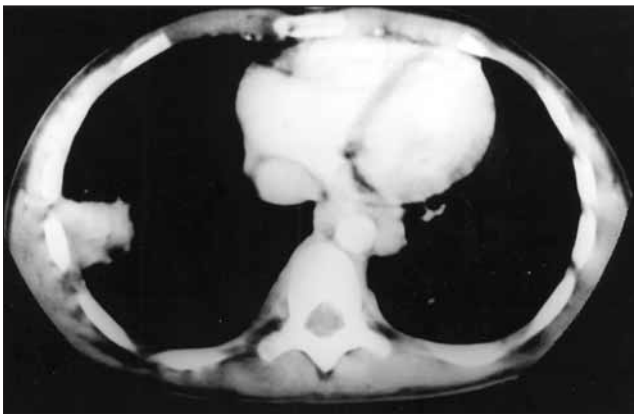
Corte de TAC torácica con ventana mediastínica.
